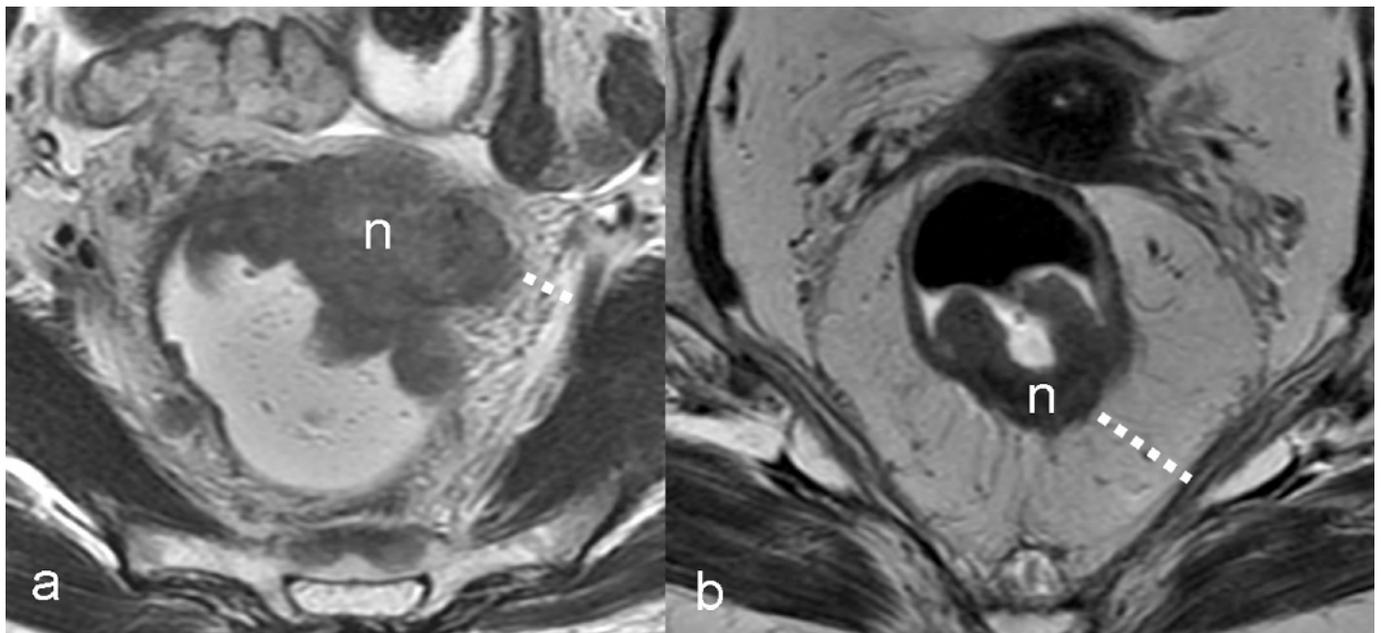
RM del retto con bobina phased array. La bobina phased array permette di valutare la distanza delle neoplasie (n) in stadio T3 dalla fascia mesoretale. A parità di stadio (T3) la distanza può essere minima (a, linea tratteggiata) oppure ampia (b, linea tratteggiata).
